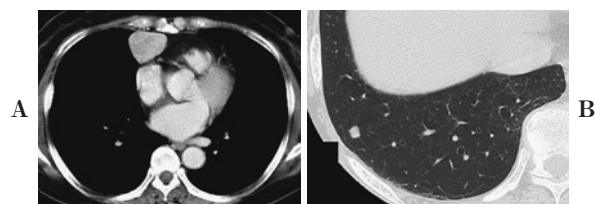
A. Chest CT showed an anterior well-circumscribed mediastinal mass. B. Chest CT also showed a nodule in the right S⁹.
